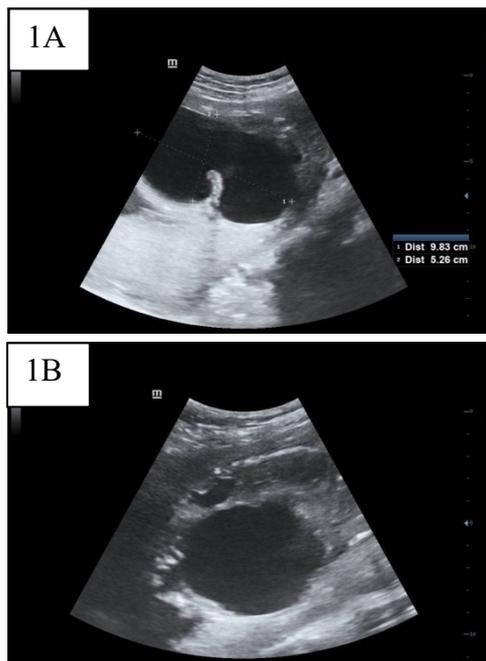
Coupes échographiques prénatales montrant l'importante hydronéphrose d'un côté (1A) et la distension vésicale (1B)
